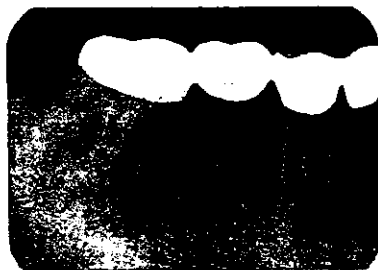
Radiografía a 8 meses.
